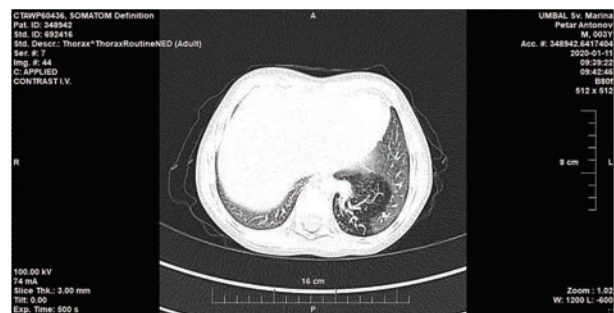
Contrast CT scan - hypodense formation located in the dorsal basal segment on the left lung with blood supply from the aorta
